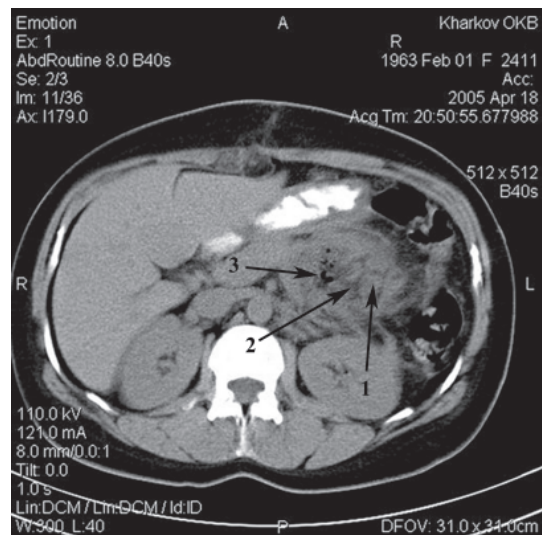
Спиральная компьютерная томография больной Р. с острым панкреатитом, абсцесс поджелудочной железы: 1 – зона повышенной плотности; 2 – зона пониженной плотности; 3 – пузырьки воздуха
